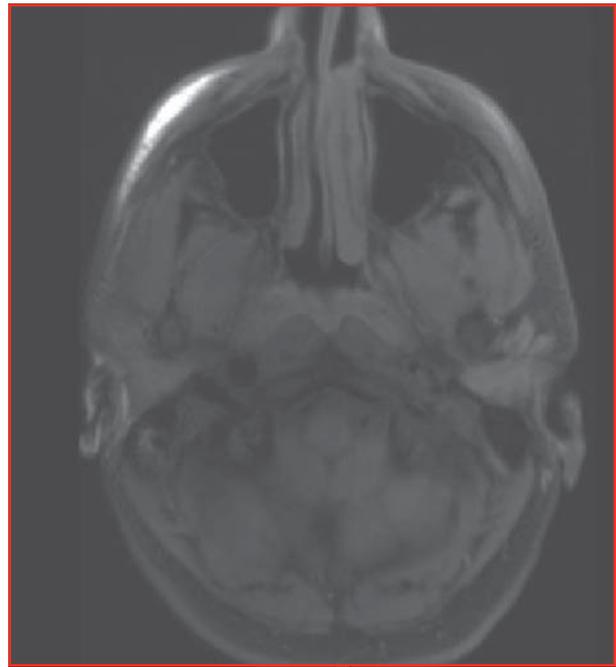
Imagerie par résonance magnétique (IRM) cérébrale (angio-IRM).
